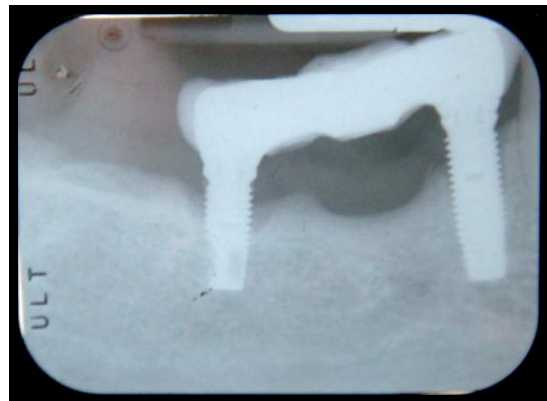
Piezas 44-46. Radiografía el día de la revisión (8 años en función).
